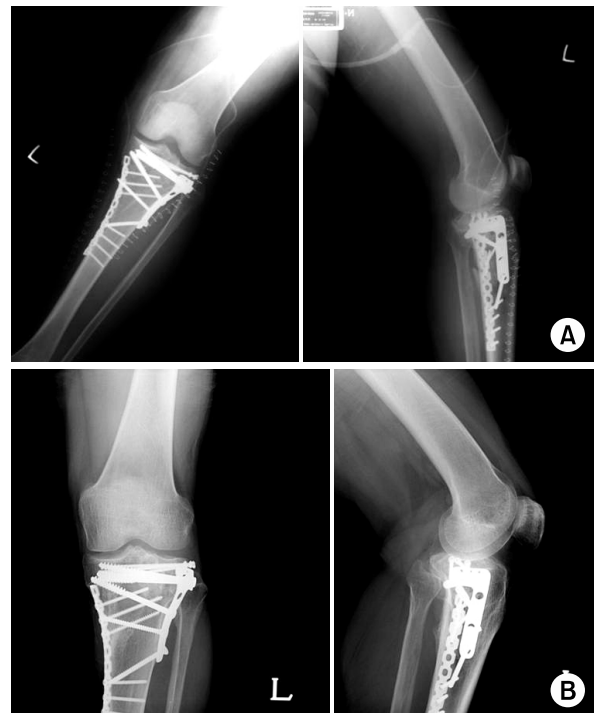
(A) Immediate postoperative plain radiographs showing dual plating. (B) Postoperative 15 months follow-up showing complete union state and normal alignment of knee joint.
